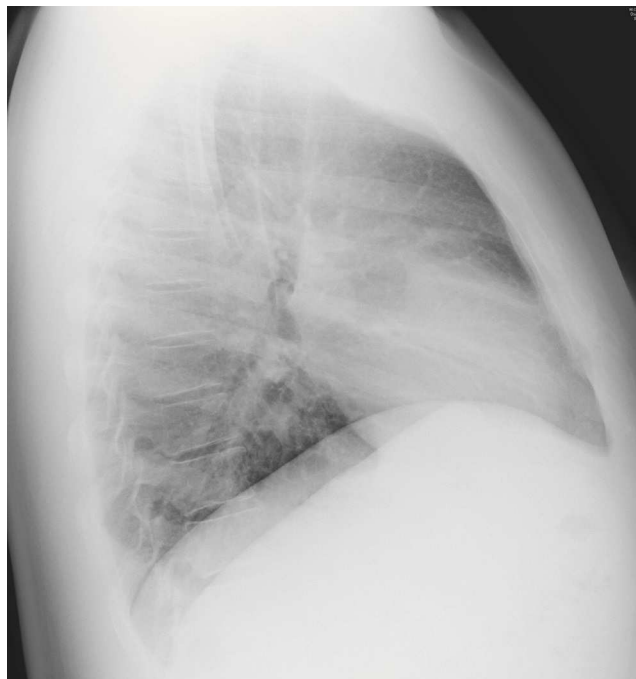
Radiografía lateral de tórax.
